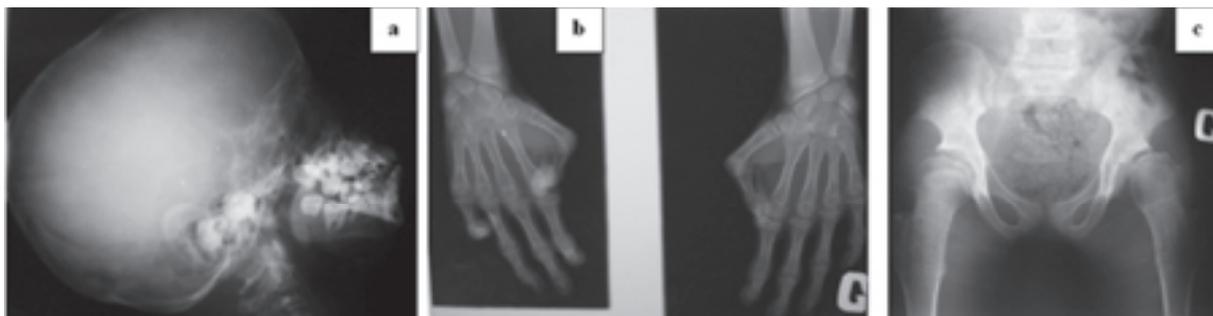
Radiographies de la patiente atteinte du syndrome d'Hutchinson-Gilford. (a) Hypoplasie mandibulaire avec malposition des dents; (b) ostéopénie sévère avec acro-ostéolyse au niveau des phalanges terminales. Noter la luxation au niveau de l'articulation métacarpophalangienne des pouces, et de l'articulation interphalangienne distale du 5^{ème} doigt de la main droite; (c) coxa valga, ostéoporose sévère au niveau des os fémoraux et vertébraux.
